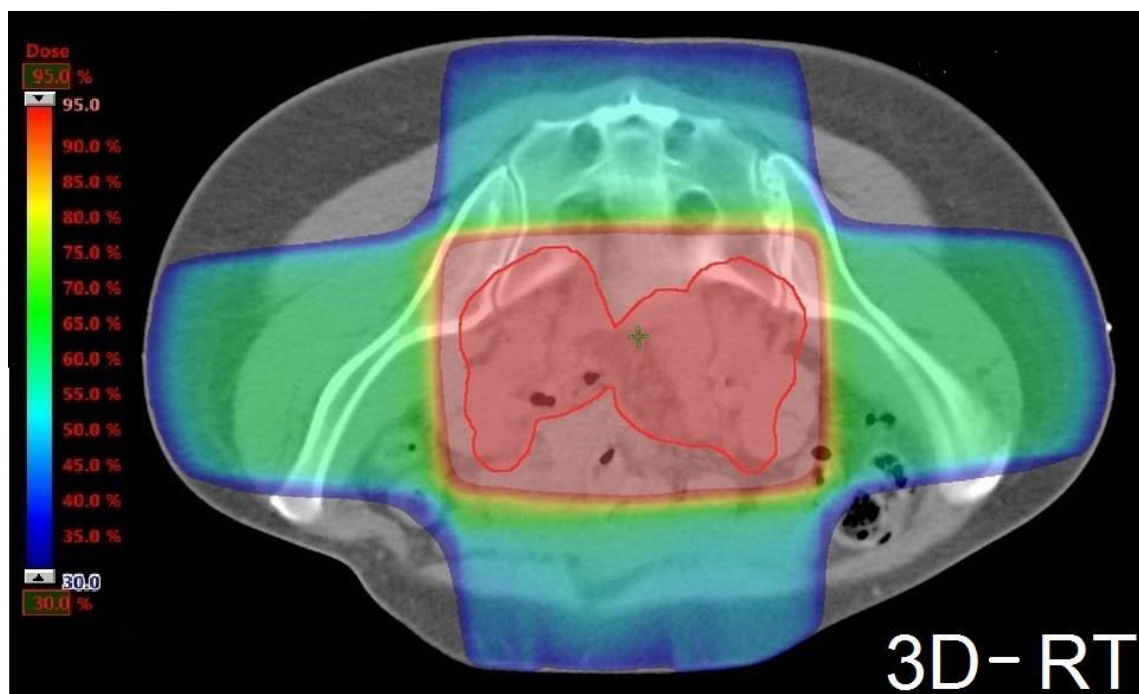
Dosisverteilung bei Planung einer 3D-RT-Bestrahlung im Beckenbereich mittels CT-Schnittbild
